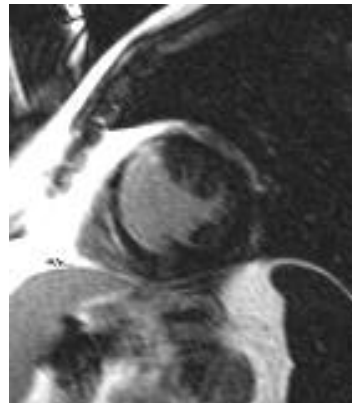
MRT-Bilder eines 44-jährigen Patienten mit einem anteroseptal lokalisierten Myokarinfarkt. Der Infarkt kommt deutlich hyperintens zur Darstellung und erscheint überwiegend vollständig transmural. Die neun Bilder in Orientierung der kurzen Herzachse decken mit einem Abstand von je einem Zentimeter den gesamten linken Ventrikel ab und entsprechen einem kompletten Bildsatz, wie er mit der IR Single Shot TrueFISP-Technik in einem Atemanhalt akquiriert wurde. Zum direkten Vergleich sind den von der IR Single Shot TrueFISP-Sequenz aufgenommen Bildern die korrespondierenden Bilder der IR turboFLASH-Sequenztechnik bei identischer
